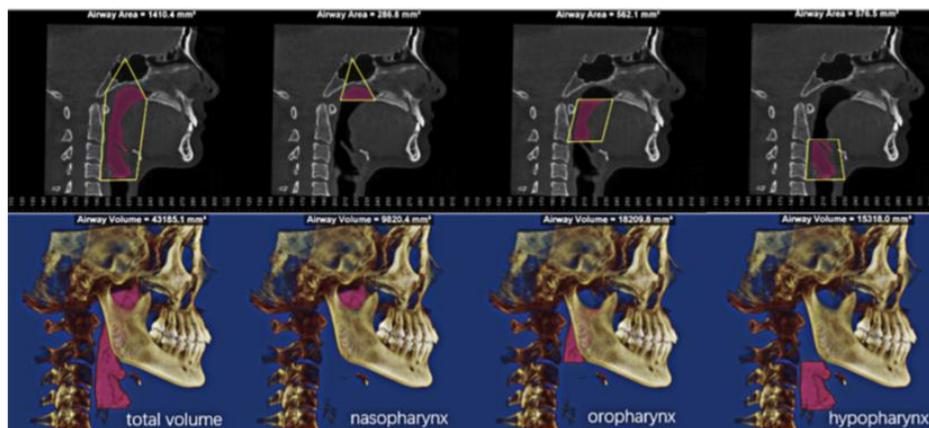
TAC representando o volume das vias aéreas superiores de acordo com os 3 segmentos (nasofaringe, orofaringe e hipofaringe) (Imagem retirada de Hongyi Tang et al., 2021, A comparative analysis of aerodynamic and anatomic characteristics of upper airway before and after mini-implant assisted rapid maxillary expansion)
